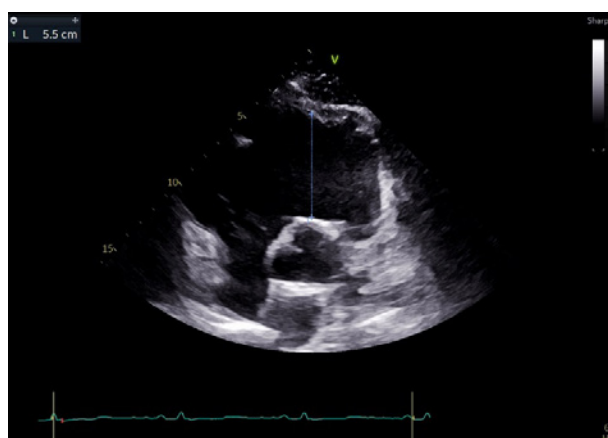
Ecocardiografie transtoracică, incidență: PSAX. Se observă dilatarea RVOT (55 mm măsurat din parasternal ax scurt). RVOT: tract de ejeție al ventriculului drept
